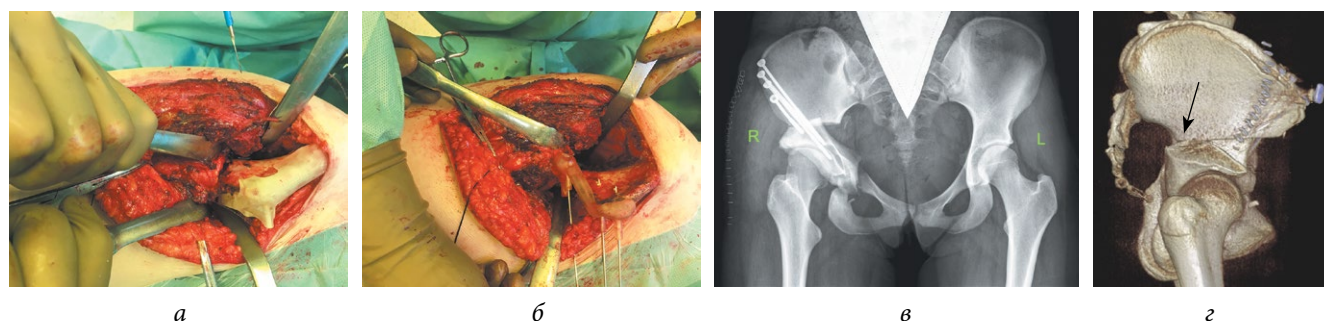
Клиническое применение персонализированного навигационного шаблона: *а* — интраоперационная картина использования шаблона для расчета точного места выполнения остеотомии тела подвздошной кости; *б* — интраоперационная картина использования шаблона для фиксации пространственного положения вертлужной впадины в положении рассчитанной коррекции; *в, г* — рентгенологический и МСКТ-результат тройной остеотомии таза по разработанной методике
